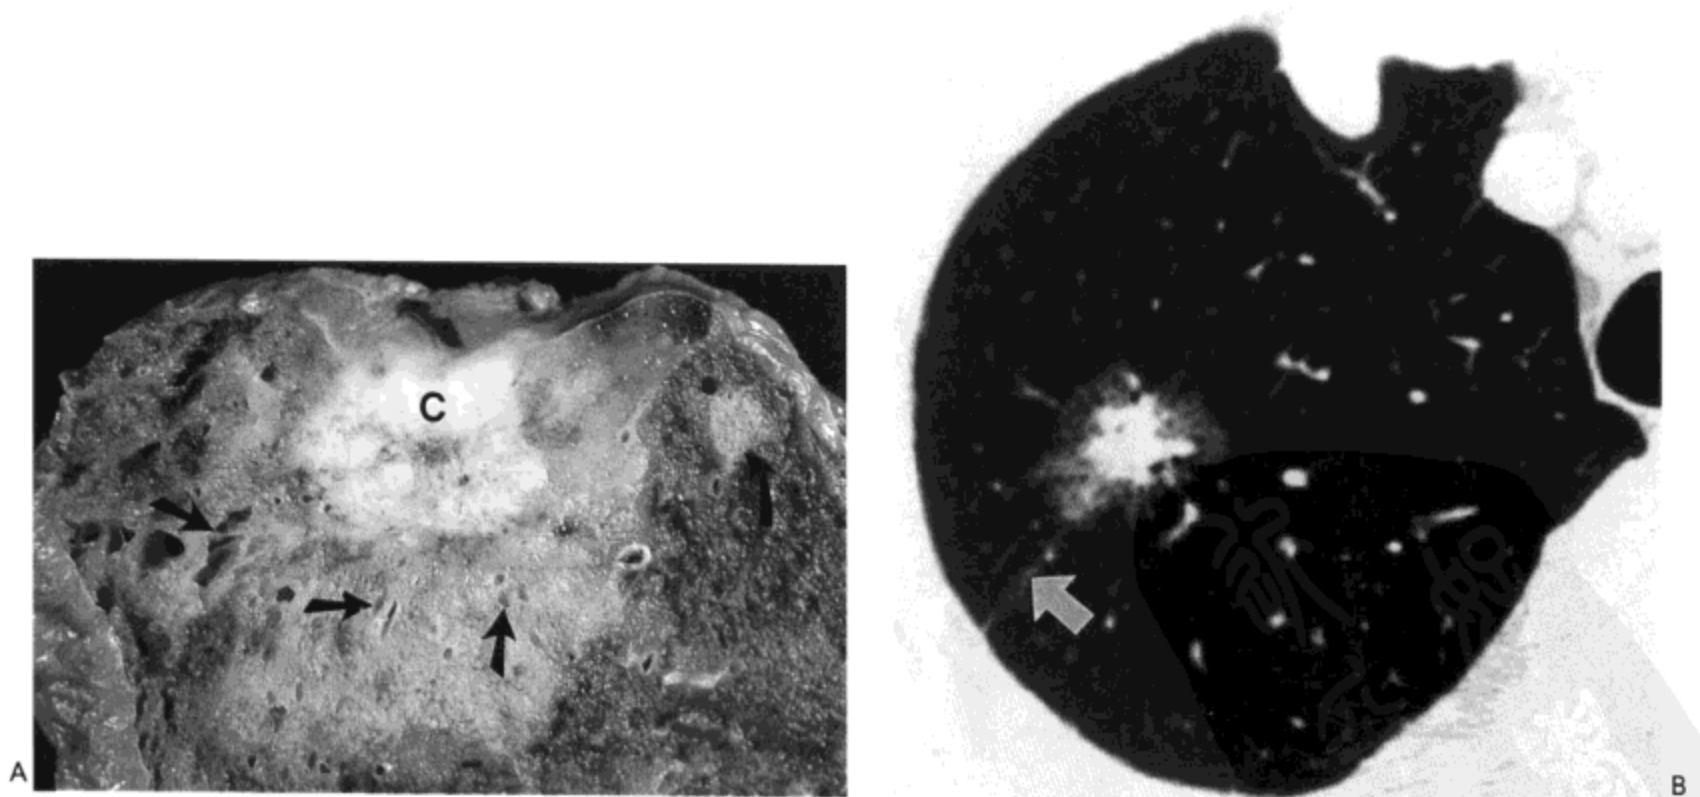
腺癌—细支气管肺泡与非细支气管肺泡混合型。A：肺上叶矢状切面示胸膜下约直径2 cm大小白色结节（C）。病变内无明显肺结构，提示肿瘤同时具有侵袭性与破坏性。肿瘤周围环绕有浅棕色的环，环内可见此类结构。（直箭号示小支气管）组织学检查证实白色肿瘤为腺泡腺癌，浅棕色组织为细支气管肺泡癌。右侧可见细支气管肺泡癌的卫星结节（弯箭号）。B：另一肿瘤高分辨率CT影像（1.0mm层厚）示右上肺结节状磨砂玻璃样密度区，中心为软组织密度。边缘分叶状并有毛刺。胸膜凹陷（箭号）明显（经同意，图B选自 Lee KS等，Radiographics 1997；17：1345-1357）。
